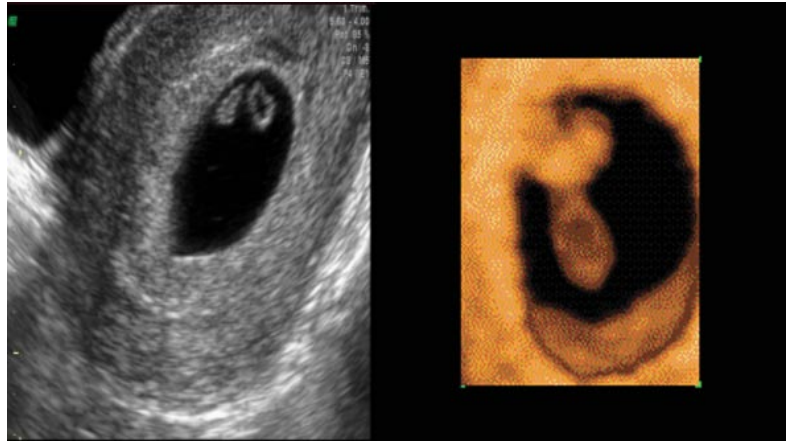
Ecografía 2D endovaginal a las 5 semanas 6 días.
